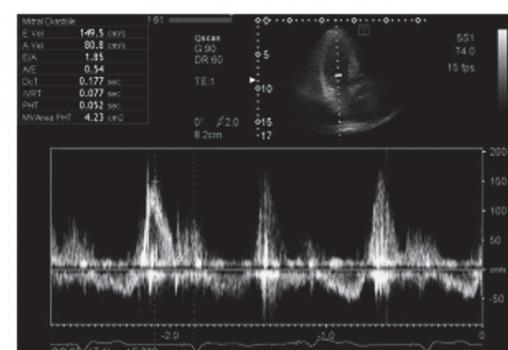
心臓超音波検査及び植え込み術後の胸部X線写真
